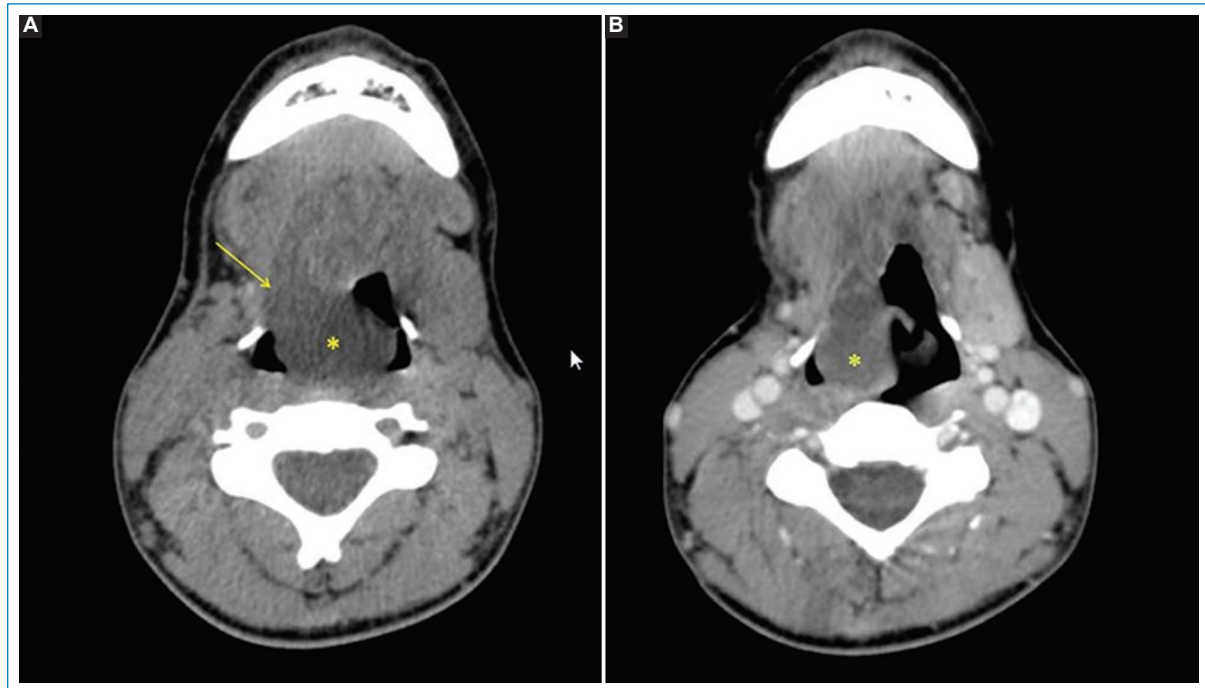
(A) TC corte axial sin contraste - Imagen de densidad líquida de bordes definidos (*) en región valecular derecha (flecha) con crecimiento hacia la columna de aire, generando disminución de su luz. (B) TC corte axial con contraste endovenoso. Imagen de densidad líquida (*) sin evidencia de realce.
